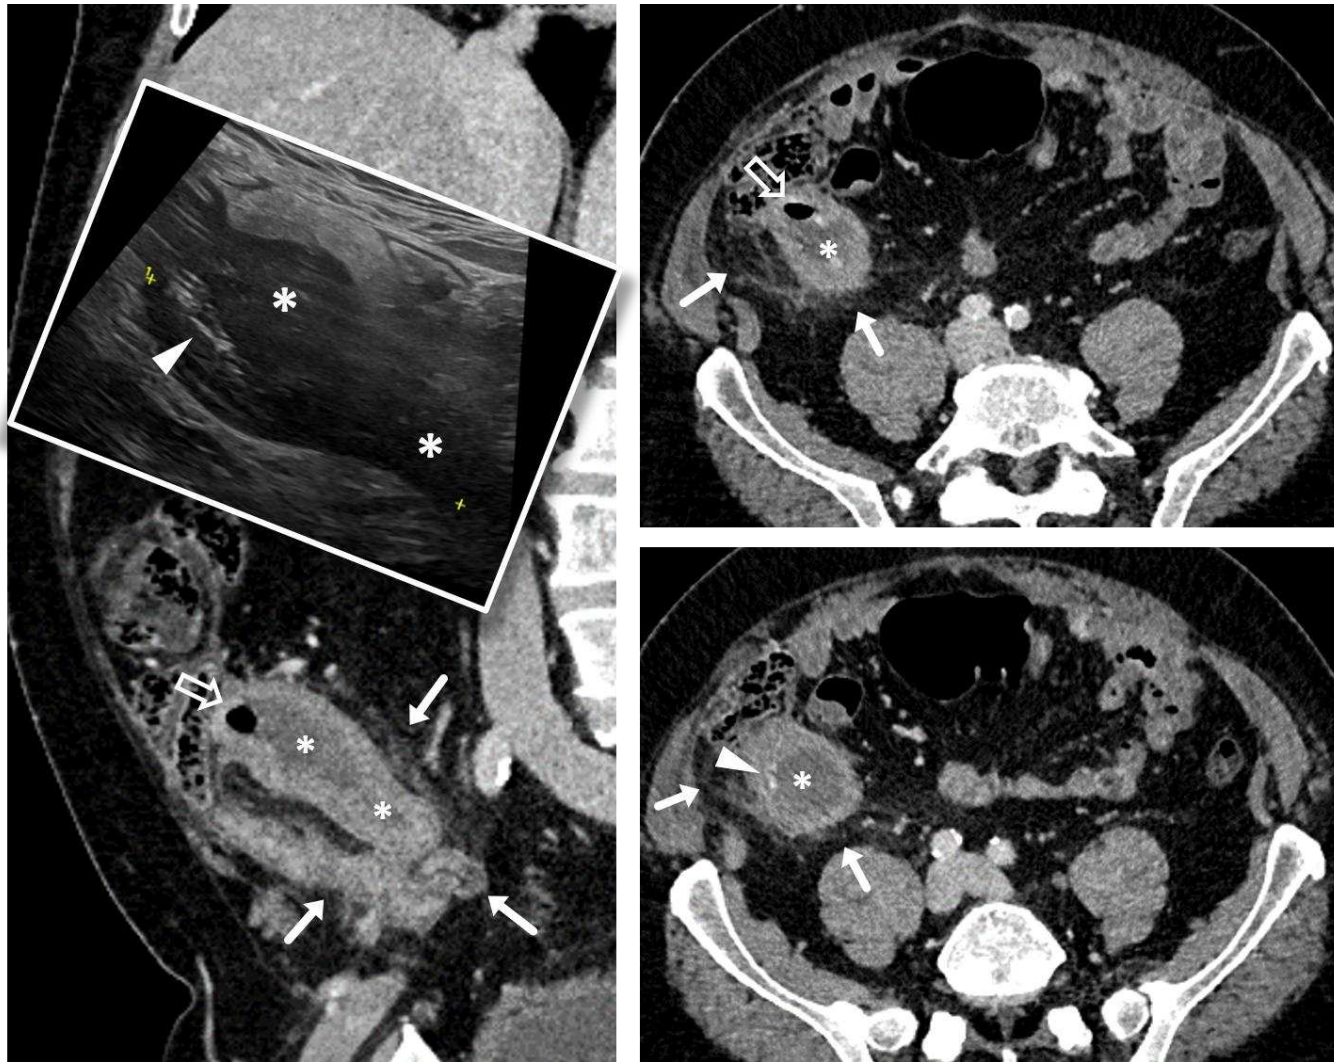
Varón de 46 años. Dolor en fosa iliaca derecha de semanas de evolución y datos clínicos y analíticos de inflamación aguda. Masa quística piriforme reemplazando el apéndice en posición habitual, con contenido hipoatenuante, más complejo en ecografía (*), incluyendo gas (flechas huecas), con ocasionales calcificaciones parietales (cabezas de flecha) y fenómenos inflamatorios periféricos (flechas). Tras apendicectomía, se constató mucocoele secundario a *HAMN* G2 pT3 pN0 cM0 (estadio IIA), con fenómenos inflamatorios agudos asociados. Permanece sin recidiva 18 meses después.
